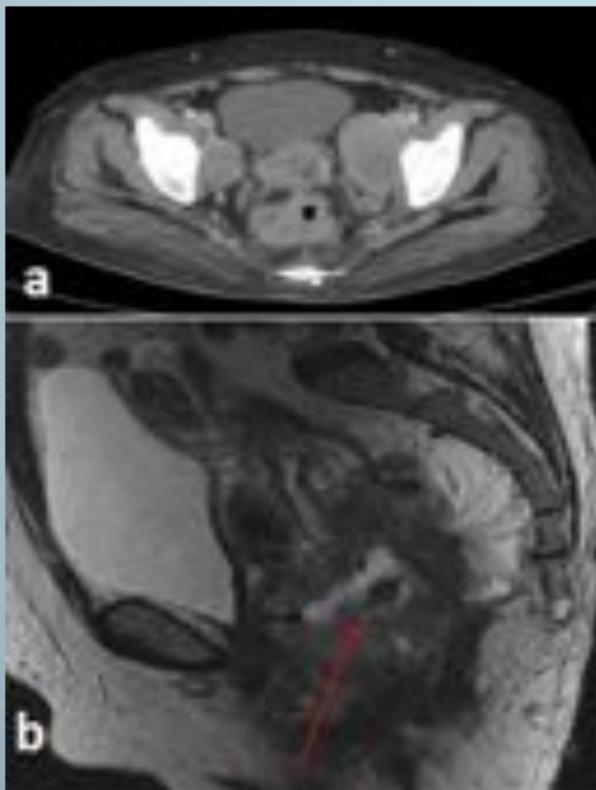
Neoplasia rectal fistulizada. Mujer de 45 años con tenesmo y alteración del ritmo deposicional de meses de evolución. Anemia. a) CTMD. Severo engrosamiento irregular de la pared rectal con trayecto fistuloso a vagina. Adenopatías iliacas bilaterales b) RM sagital : Grueso trayecto fistuloso recto-vaginal. Radiología. Hospital Medina del Campo-valladolid/ES.
